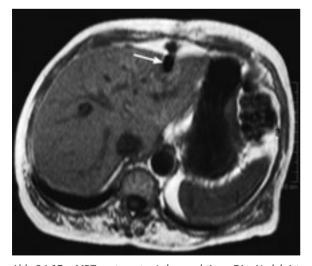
15 MRT-gesteuerte Leberpunktion. Die Nadel ist nicht direkt, sondern nur anhand der durch sie verursachten Störung des magnetischen Feldes zu erkennen (Pfeil). Bildmorphologisch imponiert sie dadurch wesentlich dicker als sie räumlich misst.
